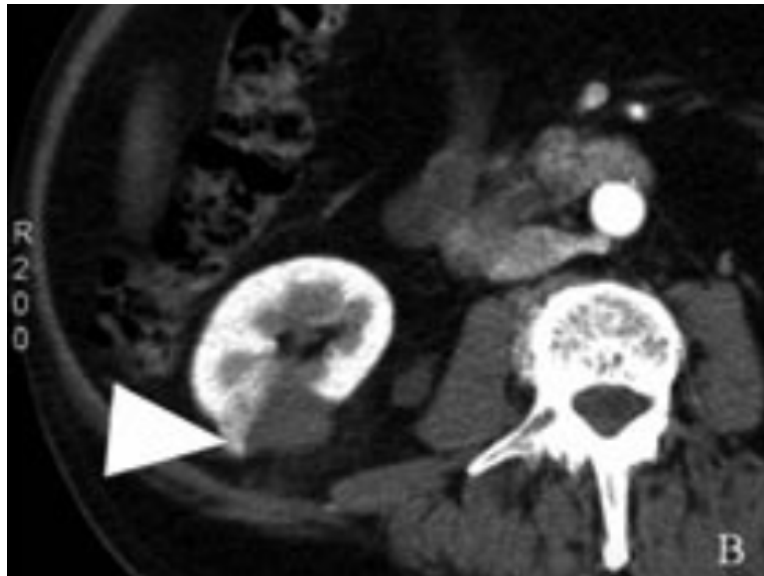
TC de abdomen con contraste intravenoso del mismo paciente 2 meses después del tratamiento. Se observa una ablación incompleta pues existe un resto tumoral (cabeza de flecha) que requirió nueva sesión de ARF.(Jiménez, Zurera et al. 2011).
